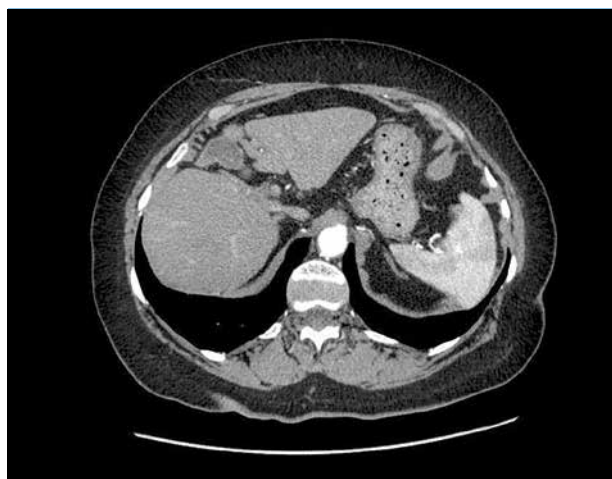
Спиральная компьютерная томография печени больной М., 65 лет. Стрелками обозначены отдельно расположенные левая и правая доли печени.
